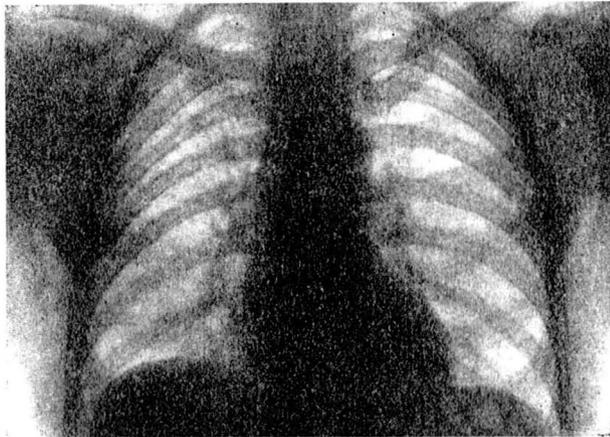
Radiografía 2-1-55
